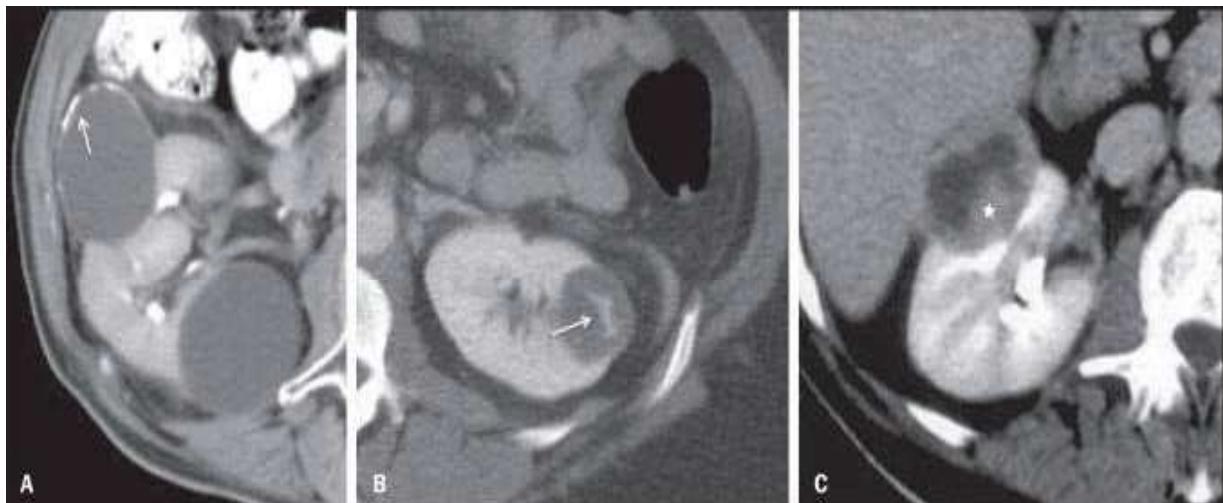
А – кисты категории I и 2. Аксиальный срез КТ с контрастированием. Киста с гладкими и незаметными стенками категории I и киста категории 2 с наличием кальцификаторов на одной из стенок (указаны стрелкой). Обе кисты без признаков накопления контрастного вещества. В – киста категории 3. Гладкие стенки кисты и тонкая перегородка с заметным усилением после в/в введения контрастного вещества. С – киста категории 4. Толстостенное кистозно-солидное образование с выраженным солидным компонентом по задней стенке (указан звездочкой), значительно накапливающим контрастный препарат [8].
